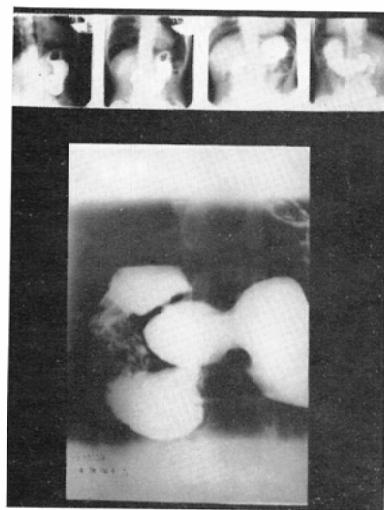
Case 28. deformity of antrum (over. miniature, under. routine X-ray)
